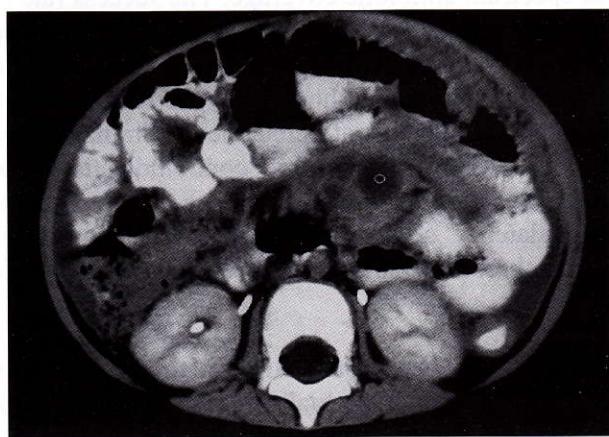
Abdominal CT scan showing a 3 x 3 cm interloop abdominal abscess surrounded by thickened bowel loops with some ascitic fluid noted.
